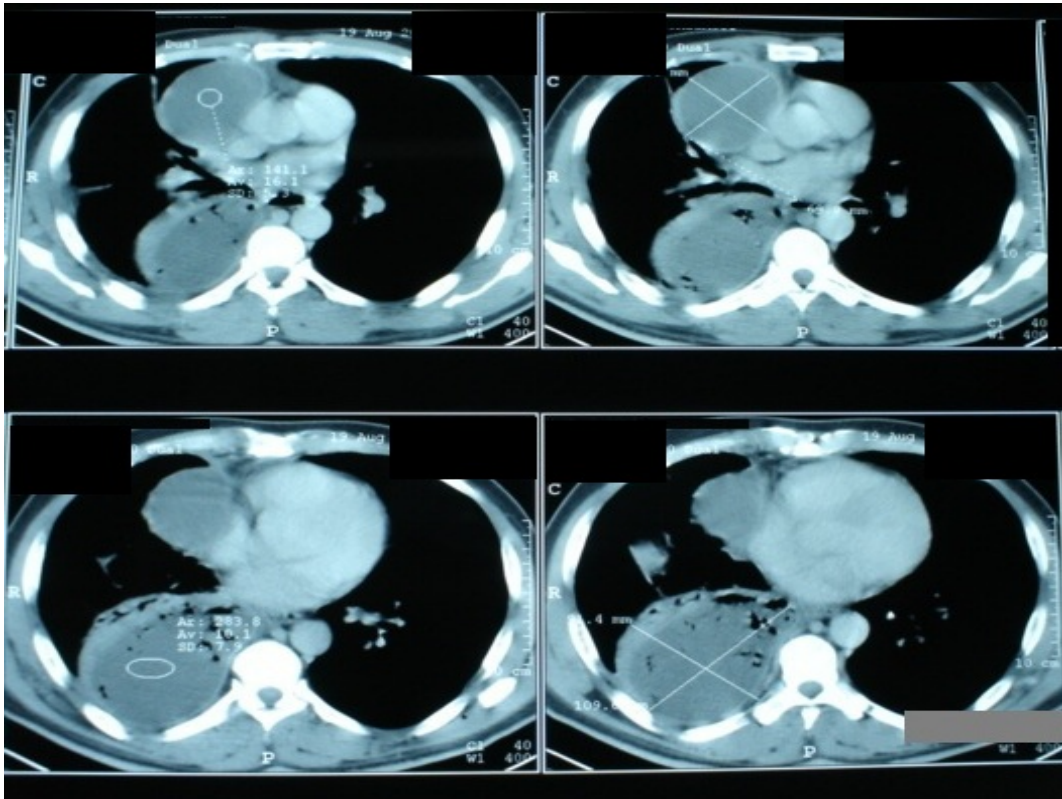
TDM thoracique épanchement pleural cloisonné avec multiples collections
